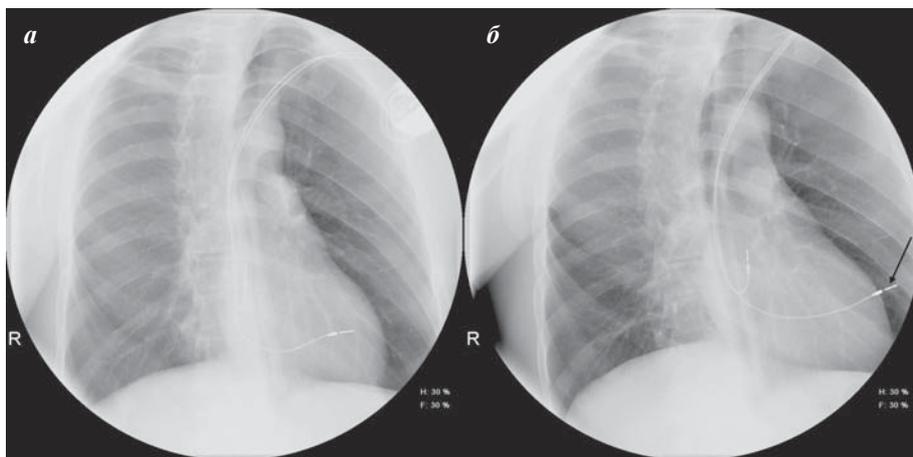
Рентгенограммы органов грудной клетки (боковая проекция) больного Ш., 52 лет, с диагнозом: Синдром слабости синусового узла. Имплантация ЭКС в режиме DDD. Снимок (а) выполнен на 1 сутки после операции, снимок (б) - через 6 месяцев после операции. Отмечается отсроченная перфорация правого желудочка. Стрелкой обозначено экстракардиальное расположение кончика электрода.
